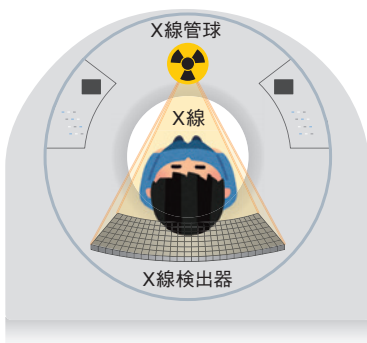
EID-CT (従来型CT) とPCD-CTのX線検出器の比較
